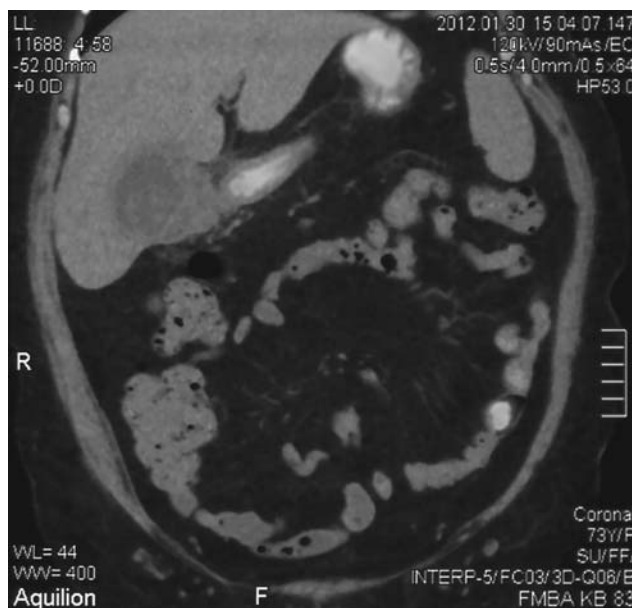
КТ-брюшной полости с контрастированием. Инфильтрат в области желчного пузыря.
